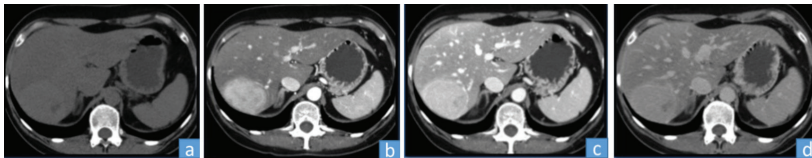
Imagen de TC de HNF en fase: a: simple, b: arterial, c: portal, d: equilibrio en donde la punta de flecha señala la cicatriz central hiperdensa
